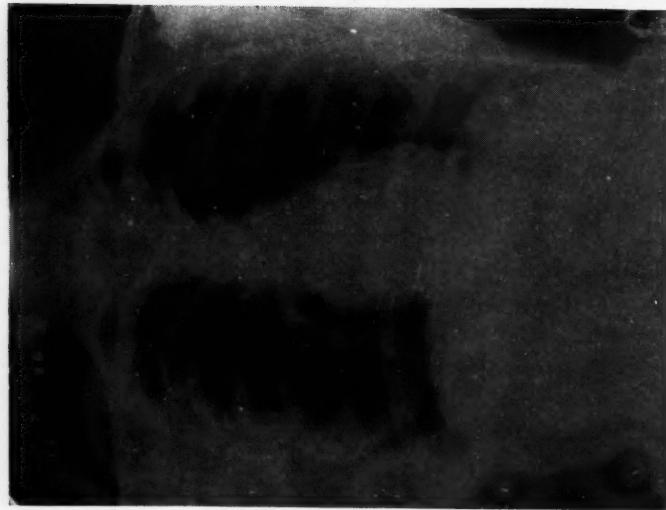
Radiographie prise le 20 février 1950. —
